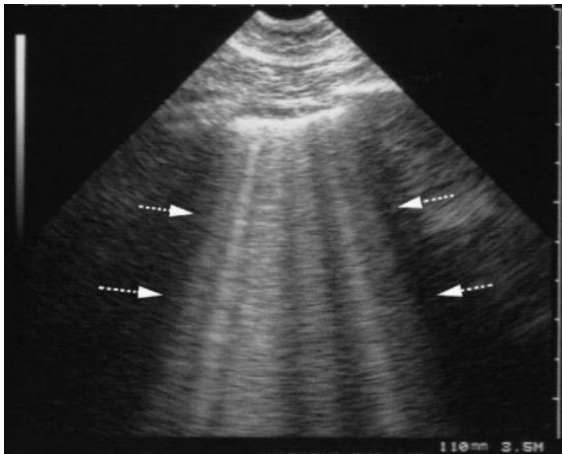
Ultrassonografia pulmonar de síndrome intersticial difusa por congestão pulmonar cardiogênica. As setas apontam múltiplas e coalescentes linhas B.
